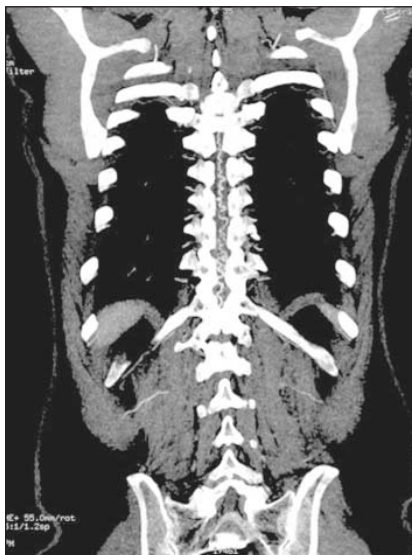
Рентгеновская спинальная КТ-ангиография. Исследование грудного отдела позвоночника и спинного мозга, коронарный срез. В полости позвоночного канала выявляется расширенная извитая серпантинная вена
